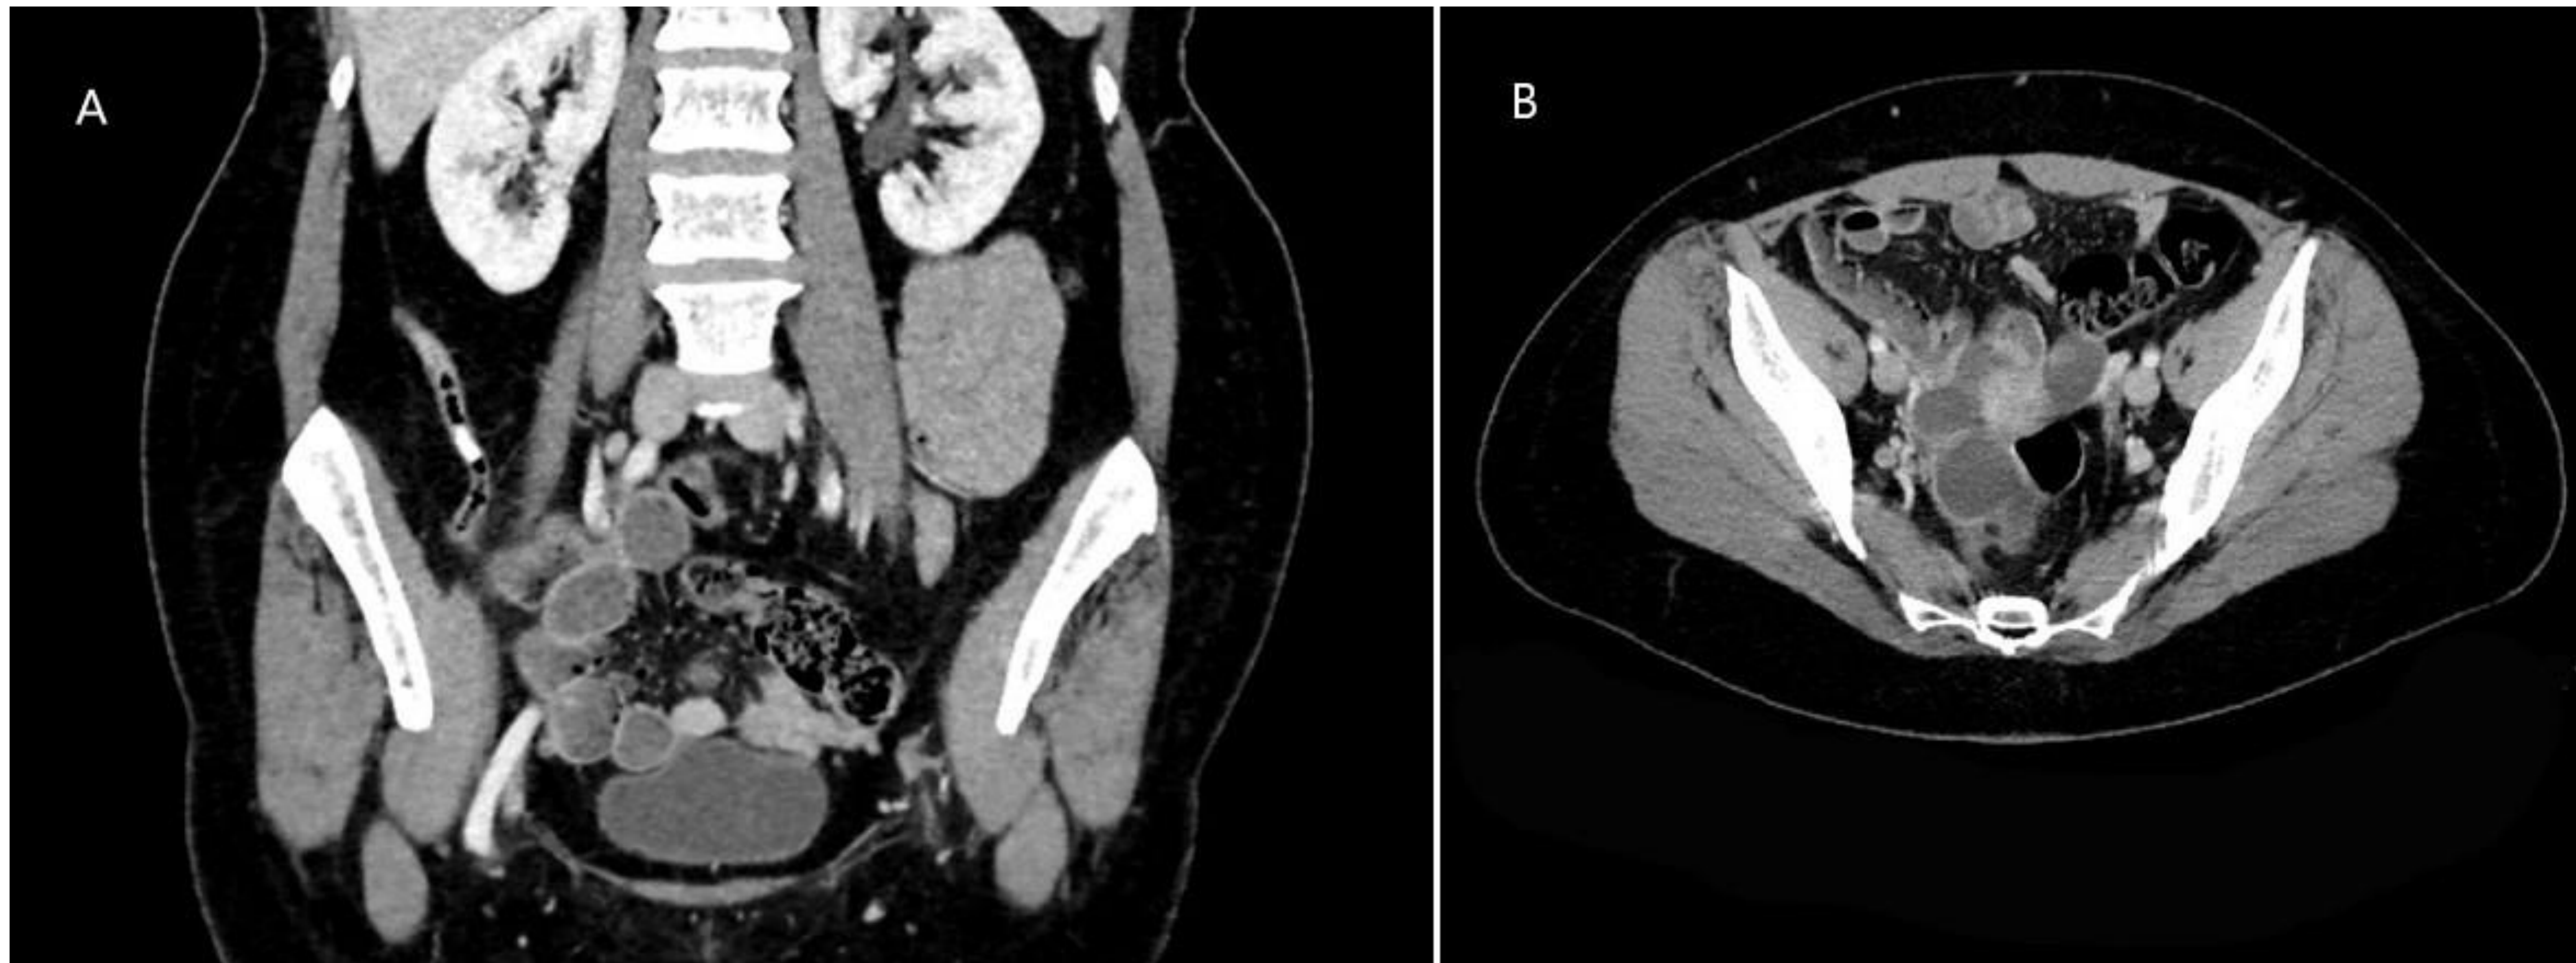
Hidrosálpinx y apendicolito. Corte sagital (A) y corte axial (B) axial de TC abdómno-pélvico tras administración de contraste intravenoso.
